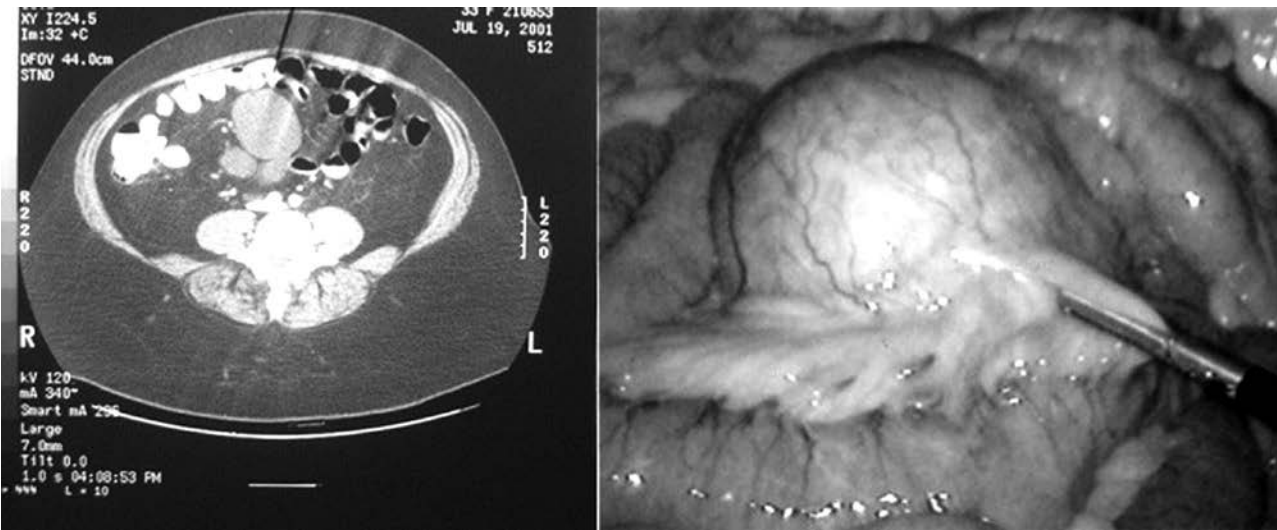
Estudio de CT de un quiste del mesenterio (*imagen izquierda*). El aspecto unilocular sin componentes sólidos sugiere el diagnóstico de quiste benigno. Los hallazgos operatorios durante la exploración laparoscópica (*imagen derecha*) confirman el diagnóstico de quiste uniloculado (por CT) que será enucleado de su mesenterio con un plano relativamente avascular junto a los vasos mesentéricos.
